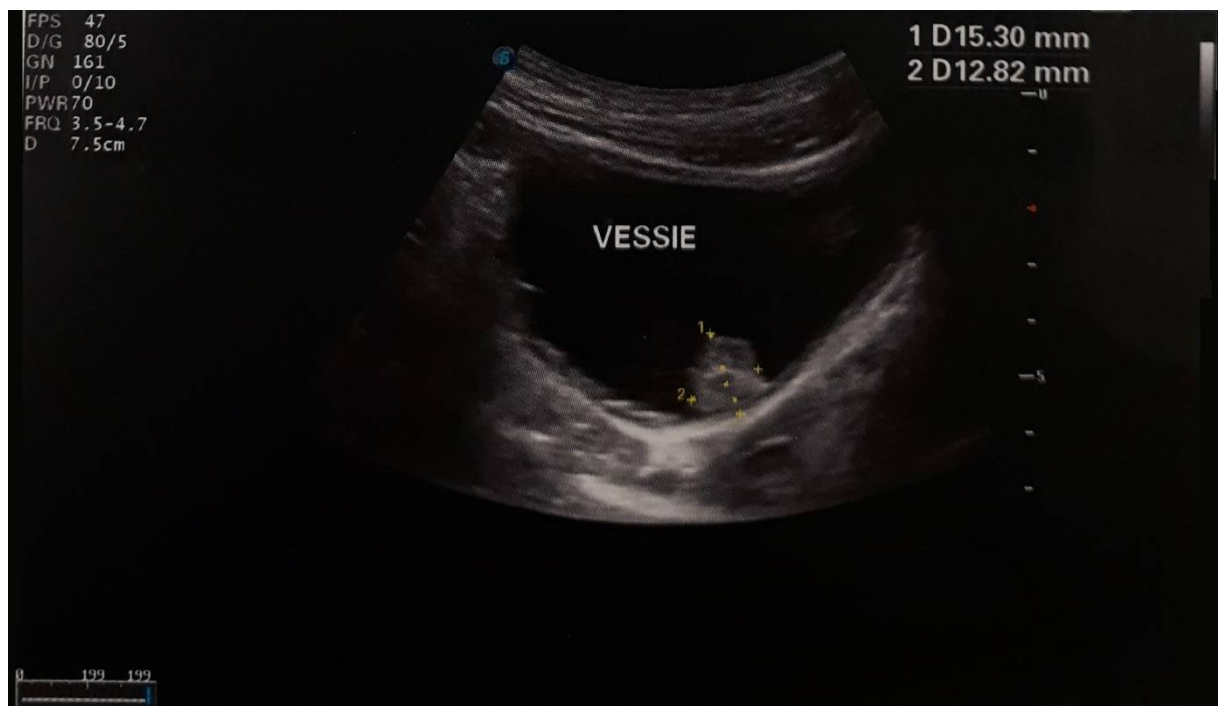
Image échographique de tumeur de vessie[49]
